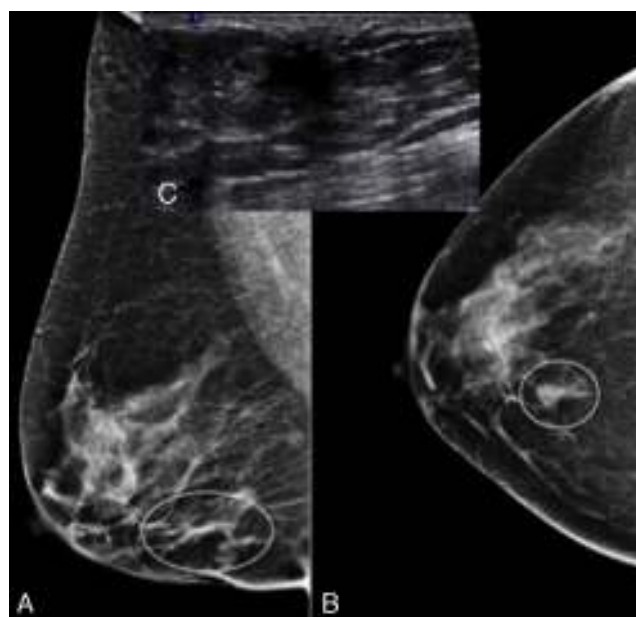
A y B) Proyecciones oblicua (A) y craneo-caudal (B) de la mama derecha, se visualiza una asimetría de densidad a nivel de CII con márgenes irregulares que provoca retracción cutánea. C) Ecografía que muestra un nódulo sólido, hipoeoico, mal definido. Hay plano de separación con el músculo pectoral. Los hallazgos radiológicos son sospechosos de malignidad.
